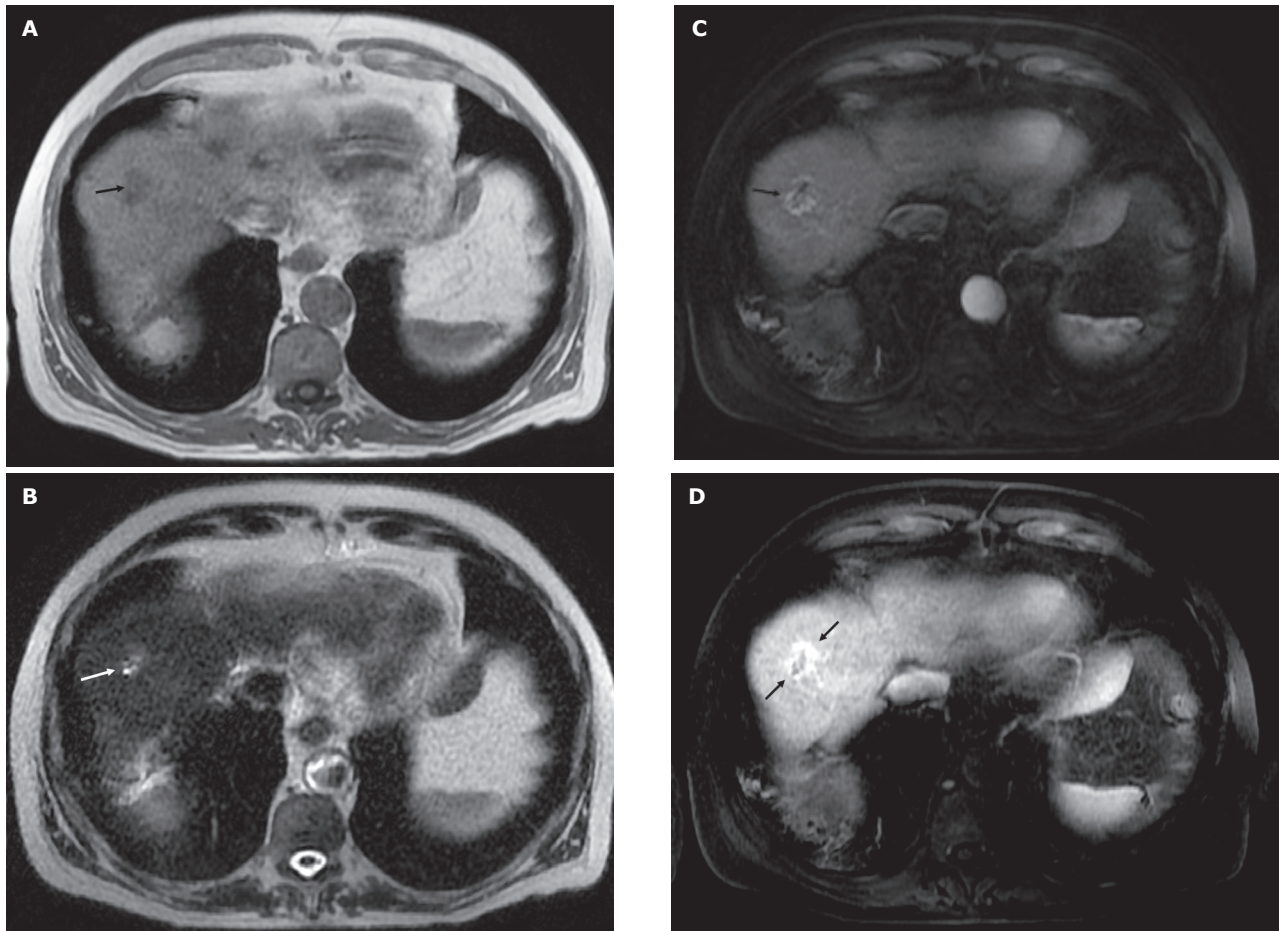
Resonancia magnética de la lesión detectada en 2010. A. La secuencia potenciada en T1 muestra una lesión hipointensa (flecha). B. La secuencia potenciada en T2 muestra una leve hiperintensidad heterogénea en la lesión (flecha). C. En la fase arterial tras administración de gadolinio el tumor presenta una captación anular heterogénea (flecha). D. En la fase tardía de la RM dinámica se evidencia una persistencia y aumento de la zona captante (flechas). Estos hallazgos son sugestivos de colangiocarcinoma intrahepático. El resultado tras la punción aspirativa fue de colangiocarcinoma.
